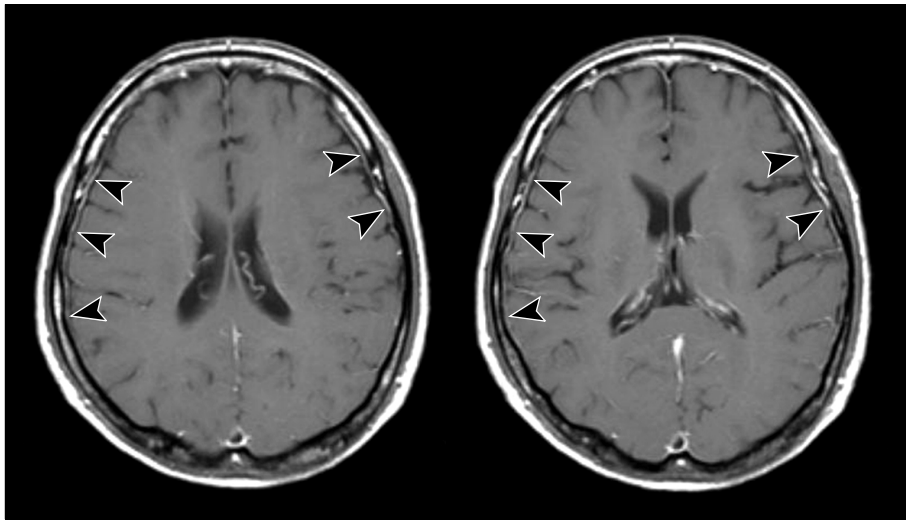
The brain magnetic resonance T1-weighted axial images after intravenous administration of gadolinium show enhancement of the pachymeninges.
